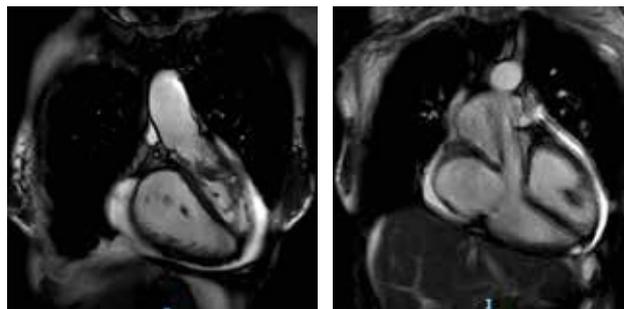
RMN con gadolinio donde se observa ventrículo morfológicamente izquierdo localizado especialmente en localización derecha. Ventrículo morfológicamente derecho localizado especialmente izquierdo, trabeculado. Conexión atrioventricular discordante en modo perforado.
